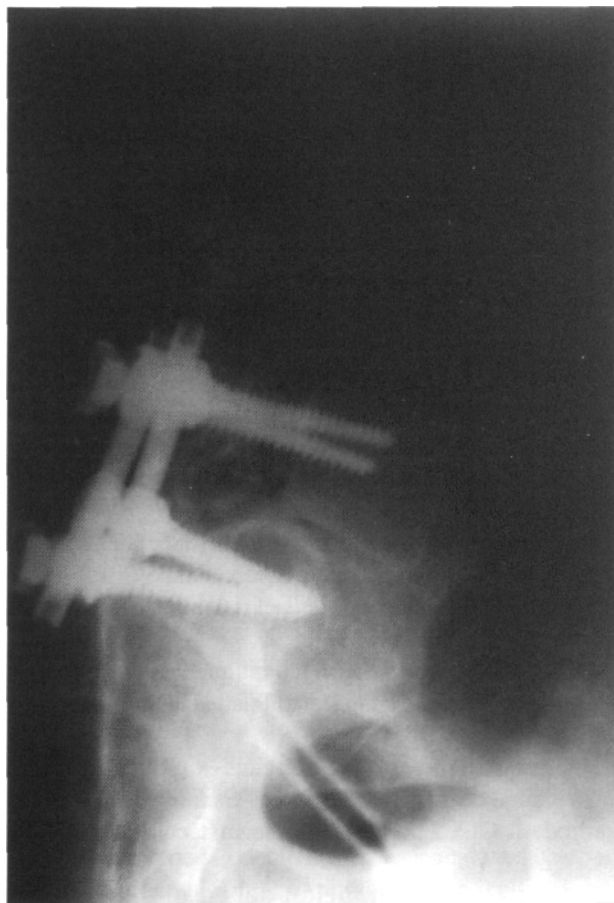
Radiografía de perfil luego del primer tiempo quirúrgico por vía anterior. No se observa el cuerpo de L5.
